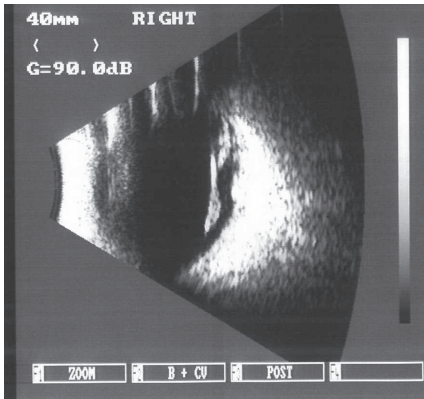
Ultrassonografia ocular do olho direito, evidenciando a hemorragia vítrea inferior
